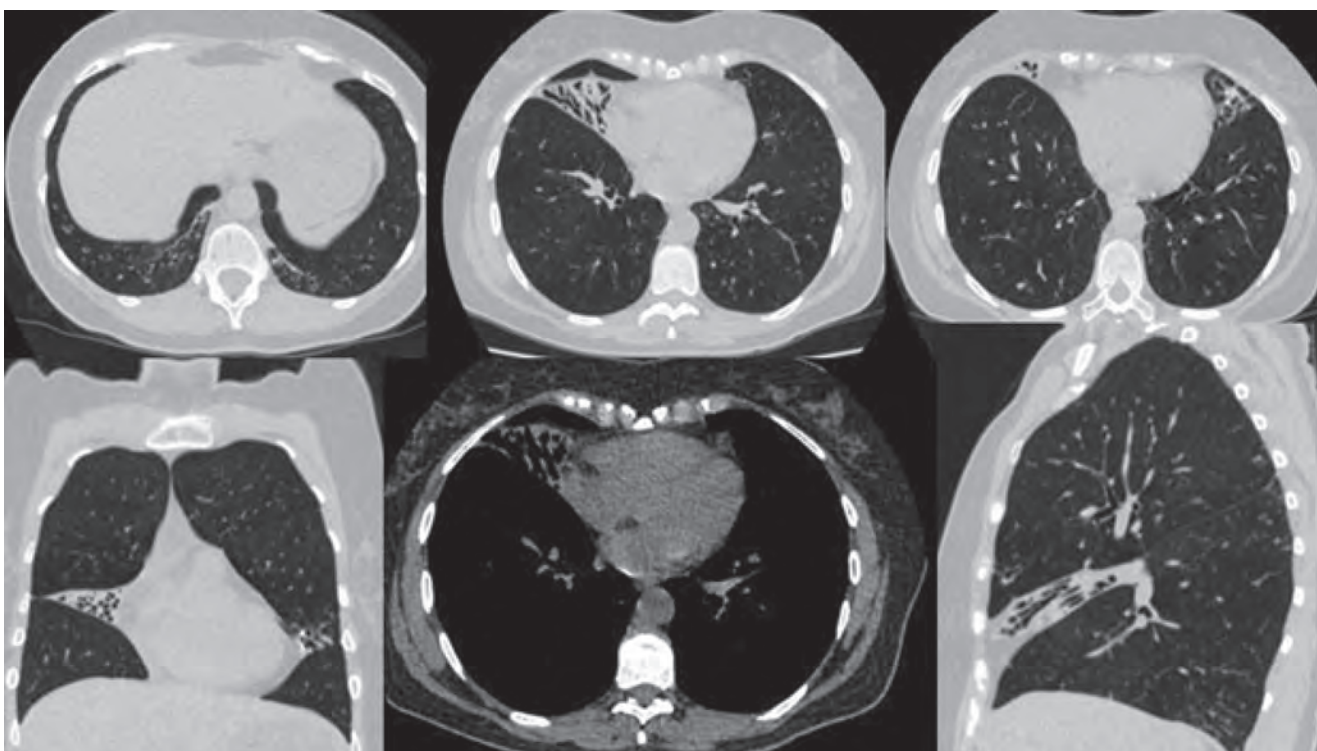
Компьютерная томография органов грудной клетки. Аксиальное сечение, коронарная, сагиттальная реконструкции. Легочное мягкотканное окно
